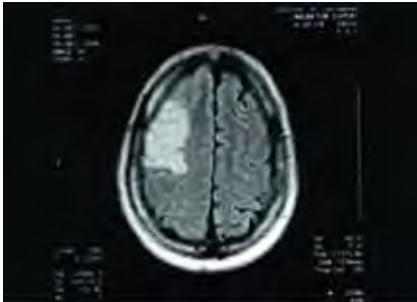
Síndrome Dorsolateral (RMN)
